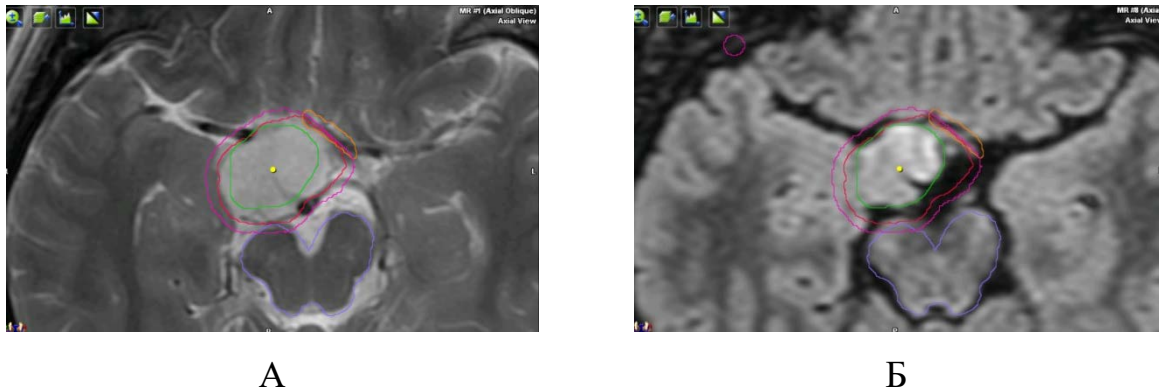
МРТ головы в режимах T2/Flair перед курсом ЛТ А и на 20 фракции (Б)
